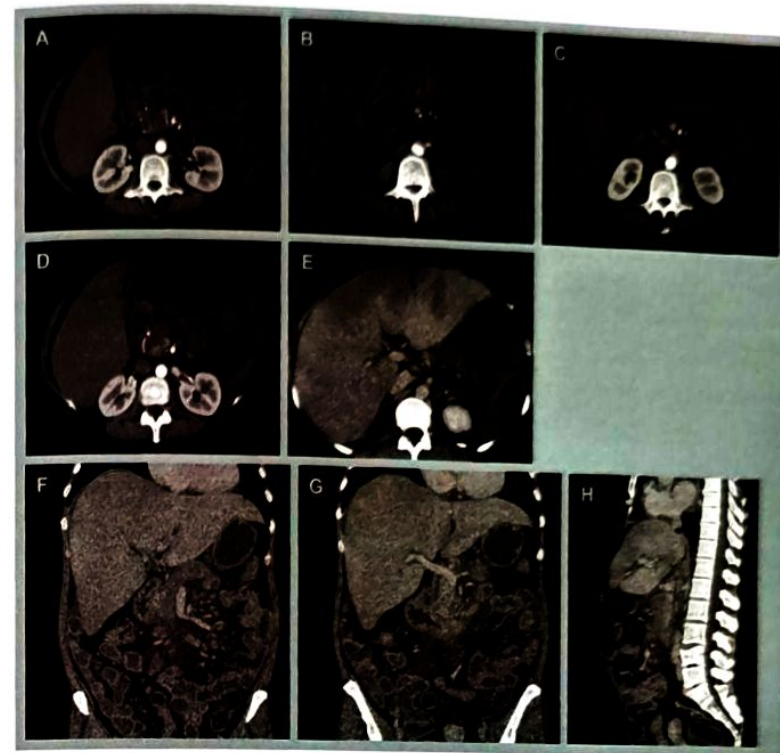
КТ органів черевної порожнини та заочеревинного простору пацієнтки У з внутрішньовенним контрастним підсиленням: А — аортальна фаза: тяжистість навколо головки ПЗ та в заочеревинній клітковині; паренхіма нирок не стоншена, розміри звичайні, кортико-медулярна диференціація збережена; В — тяжистість кореня брижі тонкої кишки, клітковина брижі дифузно набрякла й ущільнена; збільшення кількості та розмірів мезентеріальних лімфатичних вузлів 10–12–15 см — ознаки мезентеріального панікуліту; С — стінки ДПК набрякли, тришарові, дещо потовщені, переважно в низхідній та нижній горизонтальній частинах; D — тяжистість клітковини навколо жовчного міхура; його стінки не потовщені та не гіперваскулярні; Е — портальна фаза: нерівномірність контрастування паренхіми печінки, зниження щільності печінки в портальну фазу; селезінка не збільшена; навколо печінки — тонка смужка випоту 4 мм завширшки; ознаки ХП; F — коронарна проєкція, портальна фаза; печінка збільшена в розмірах: 267×172×197 мм з чіткими рівними контурами, дифузне нерівномірне зниження щільності паренхіми, переважно в субкапсулярних ділянках, більш виражене у венозну фазу, при відстроченому скануванні — стає однорідним; мезентеріальна лімфоаденопатія; контури головки ПЗ нечіткі; G — ДПК: тяжистість клітковини, що прилягає до нижньогоризонтальної частини; тяжкість парапанкреатичної клітковини в ділянці тіла залози; H — сагітальна проєкція, тяжистість ретроперитонеальної клітковини
